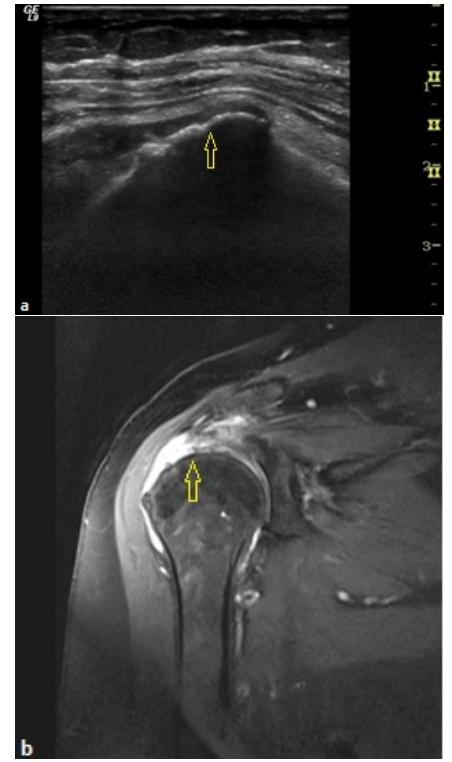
Ultrasonografi imajında(a) suprapinatus tendon distal kesim artiküler yüzde parsiyel yırtık ile uyumlu düzensizlik(ok), Koronal plan PD TSE FS MR imajda (b) supraspinatus tendonu distal artiküler yüzde parsiyel yırtık(ok), subdeltoid effüzyon ve humerus başında dejeneratif değişiklikler görülüyor
